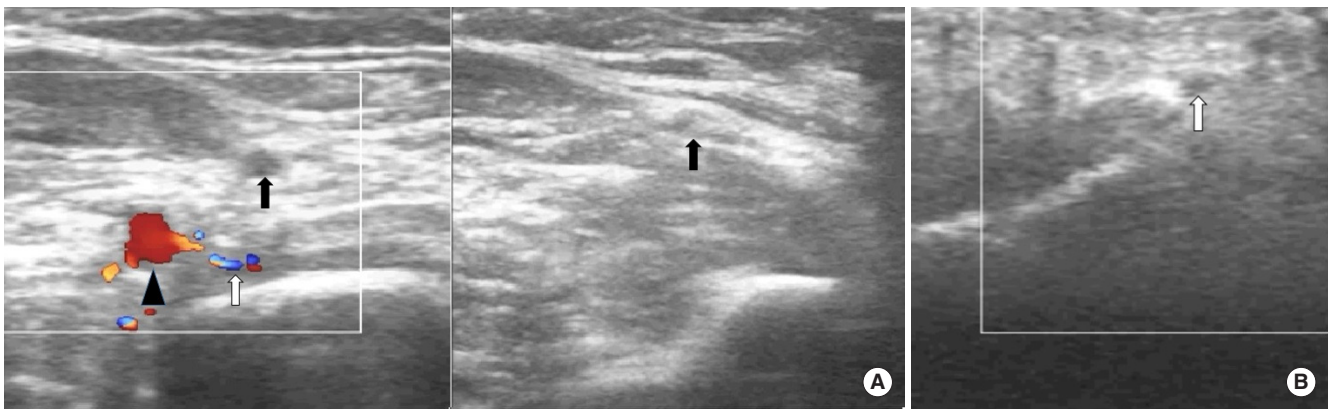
(A, B) Ultrasonogram shows left brachial artery (arrowhead), left ulnar artery (open arrow), and left radial artery (arrow).
